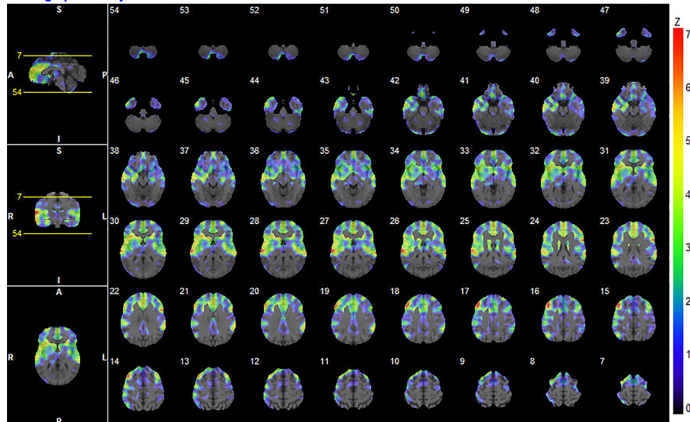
¹²³I-N-isopropyl-p-iodoamphetamine single-photon emission computed tomography.
